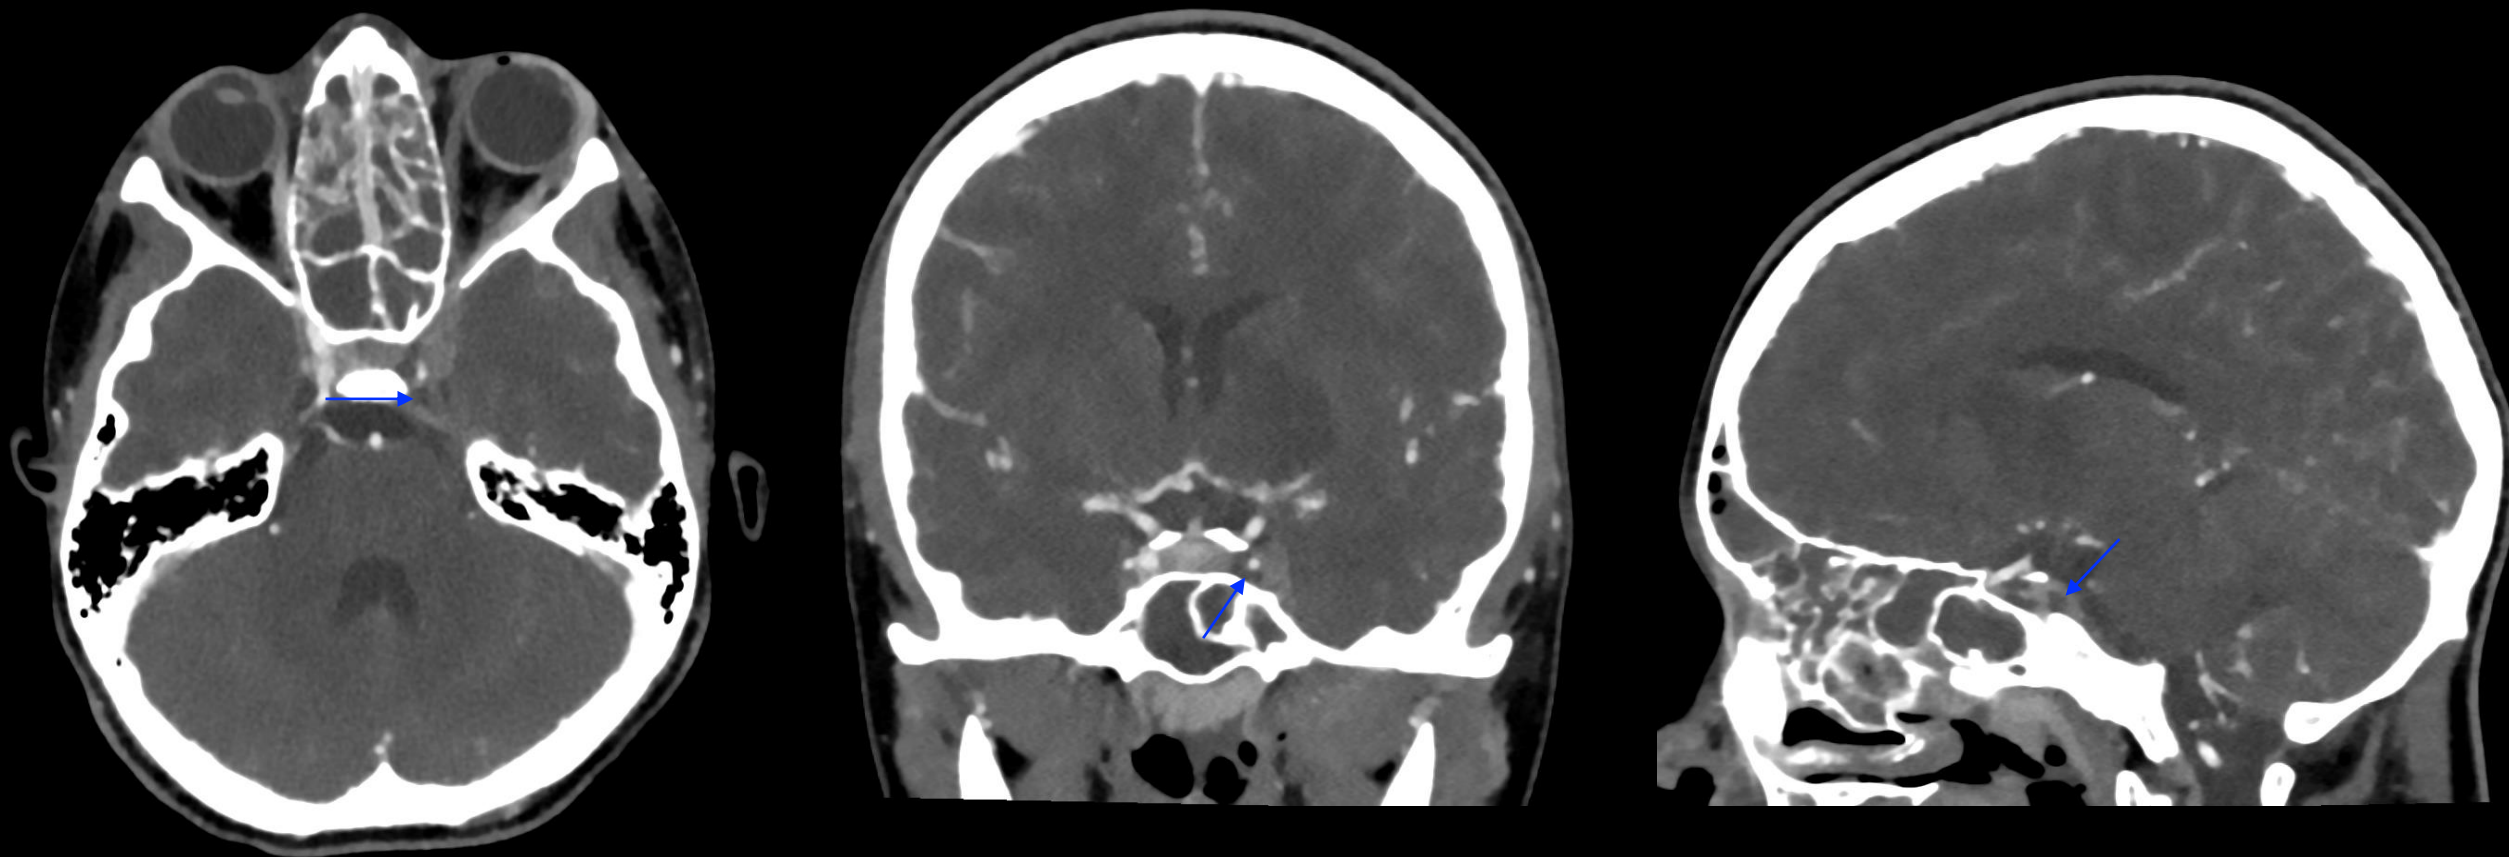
Cortes axial, coronal y sagital de TC craneal con contraste. en paciente con celulitis postseptal de origen sinusal con complicaciones intracraneales.
